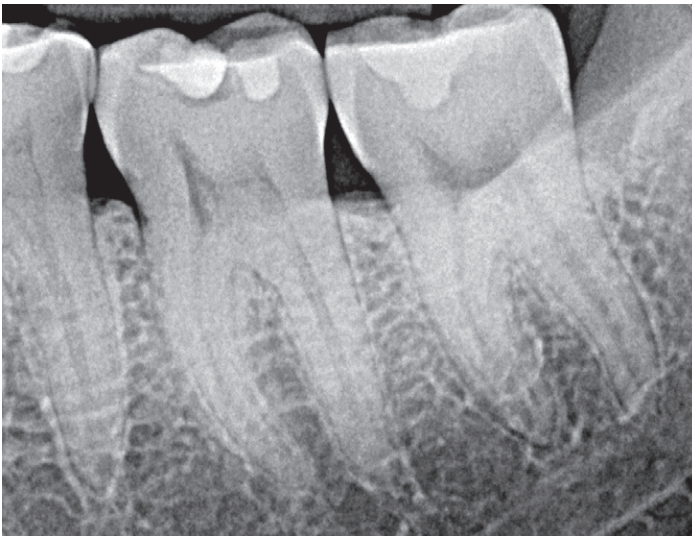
Röntgendurchlässige Bereiche unter Kompositrestaurationen durch Pooling des Adhäsivs.
